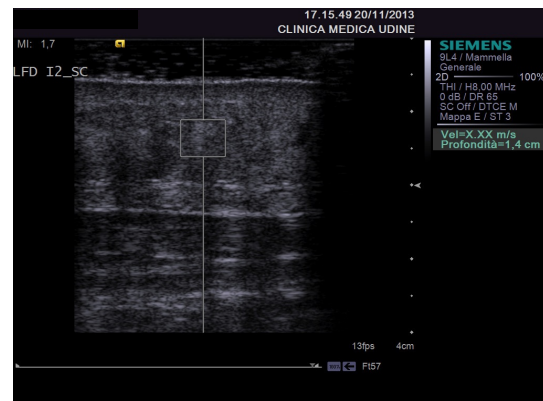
Arto linfedematoso: ecografia senza compressione
